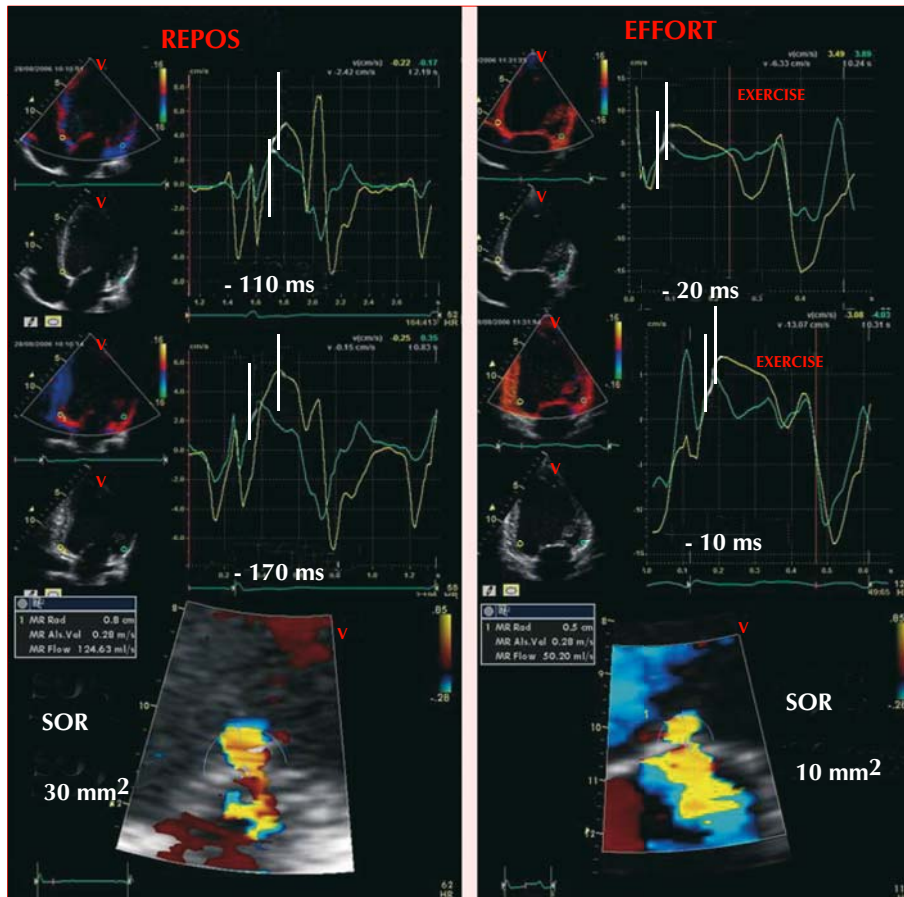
Exemple de resynchronisation ventriculaire gauche dynamique spontanée à l'effort s'accompagnant d'une réduction de la sévérité de l'insuffisance mitrale. Les délais (différence effort-repos des pics de vitesses myocardiques obtenues à l'aide du Doppler tissulaire aux niveaux des segments basaux) septo-latéral et antéro-inférieur diminuent significativement au cours du test. La surface de l'orifice (SOR) régurgitant diminue également.
